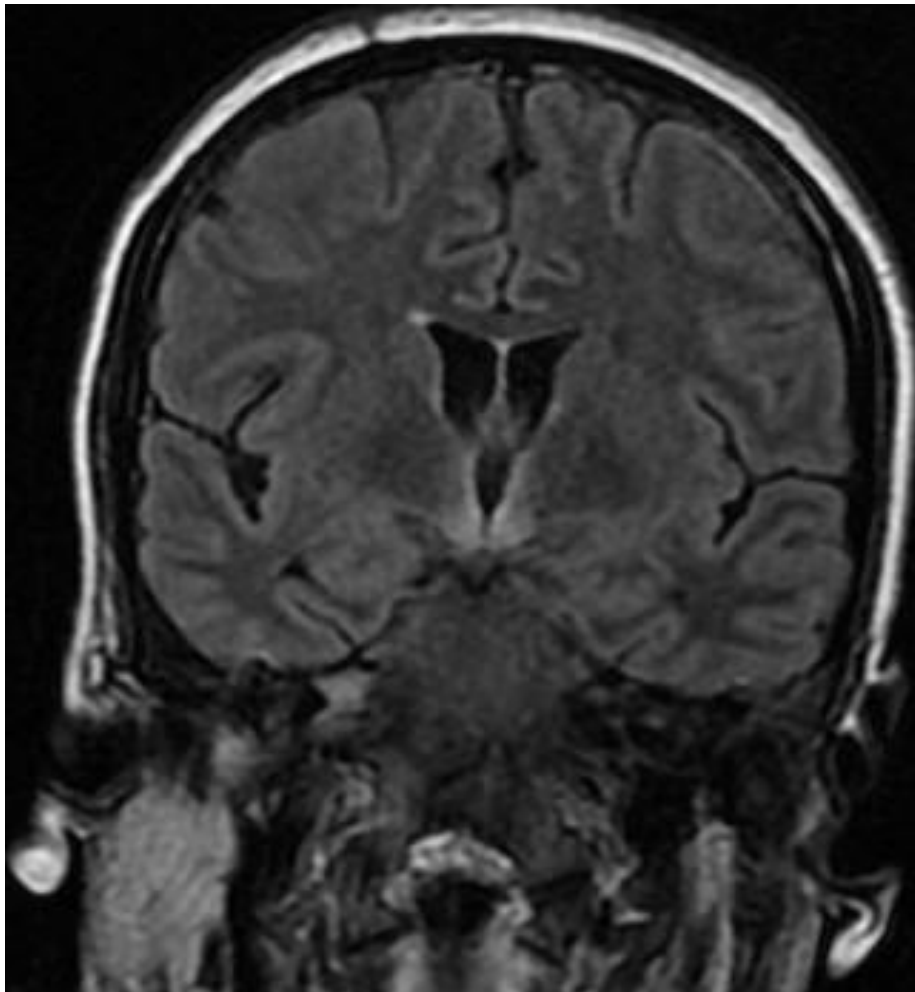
Séquence d'IRM cérébrale en FLAIR montrant un hyper signal symétrique au niveau des corps mamillaires.
